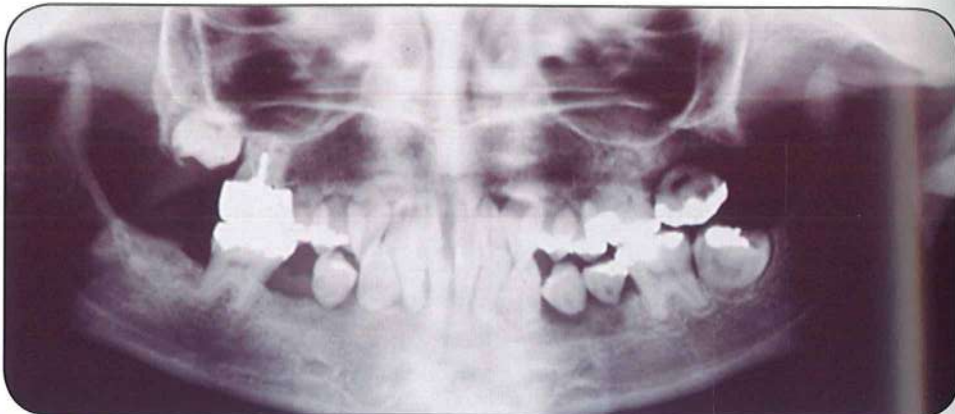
Paciente con antecedentes de neuroblastoma sometido a irradiación total. En la ortopantomografía se observó la amputación radicular de dientes permanentes como secuela de la RT ©.
